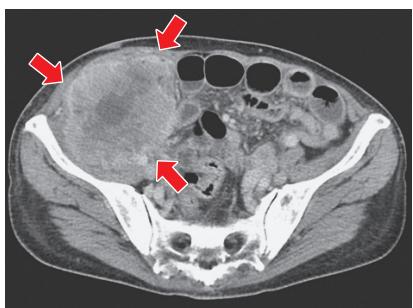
入院時の腹部 CT. 上行結腸に腫瘍を認める（矢印）。
